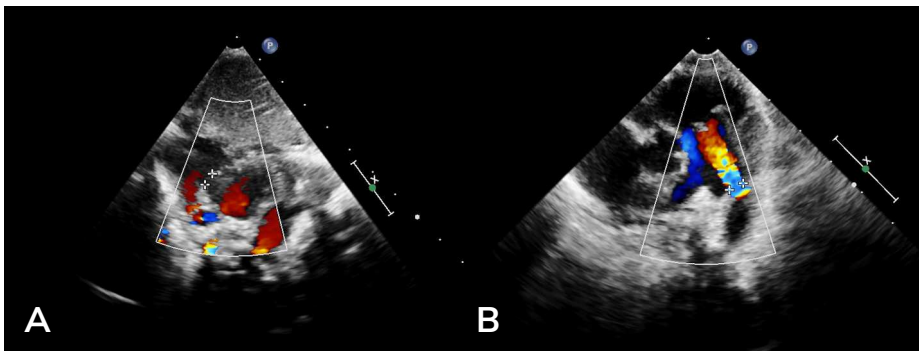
Ecocardiografía.
